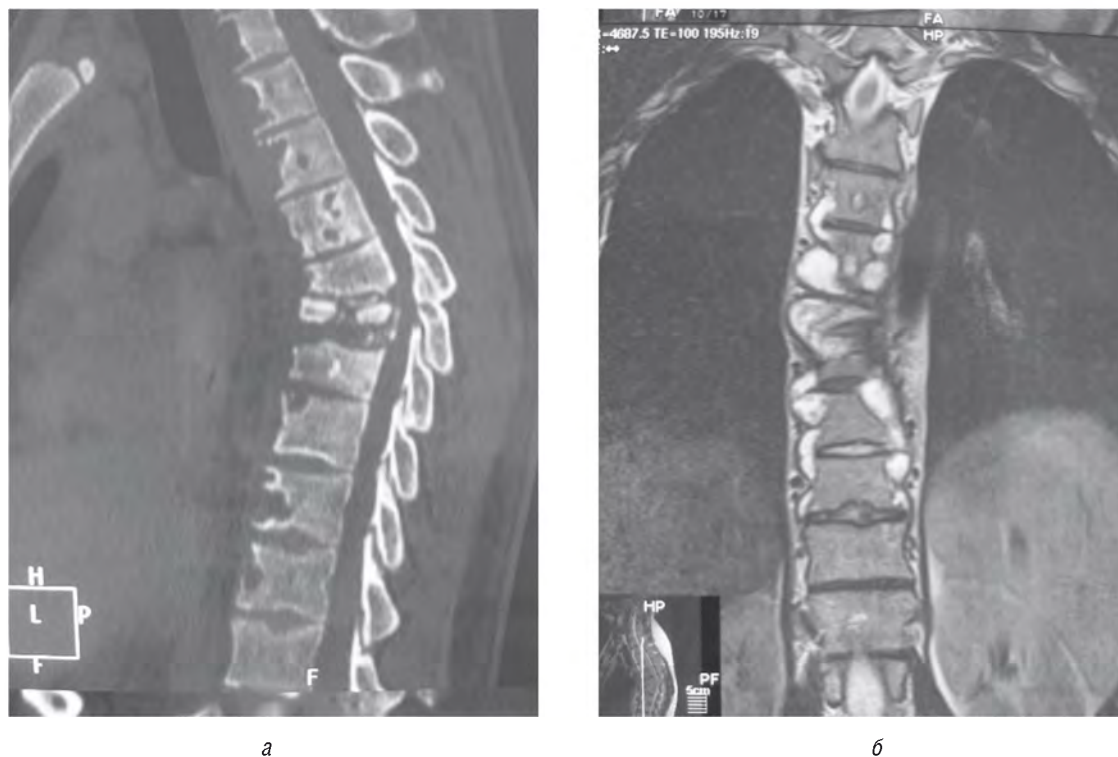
Полисегментарное туберкулезное поражение грудного отдела позвоночника у больного Г., 28 лет. Фронтальное МРТ-изображение грудной клетки (а) и боковая компьютерная томограмма (б). Краевая «изъеденность» тел позвонков Th_{II-VII}, контактная деструкция тел Th_{VIII}, Th_{IX} с формированием двусторонних паравертебральных абсцессов и кифоза
